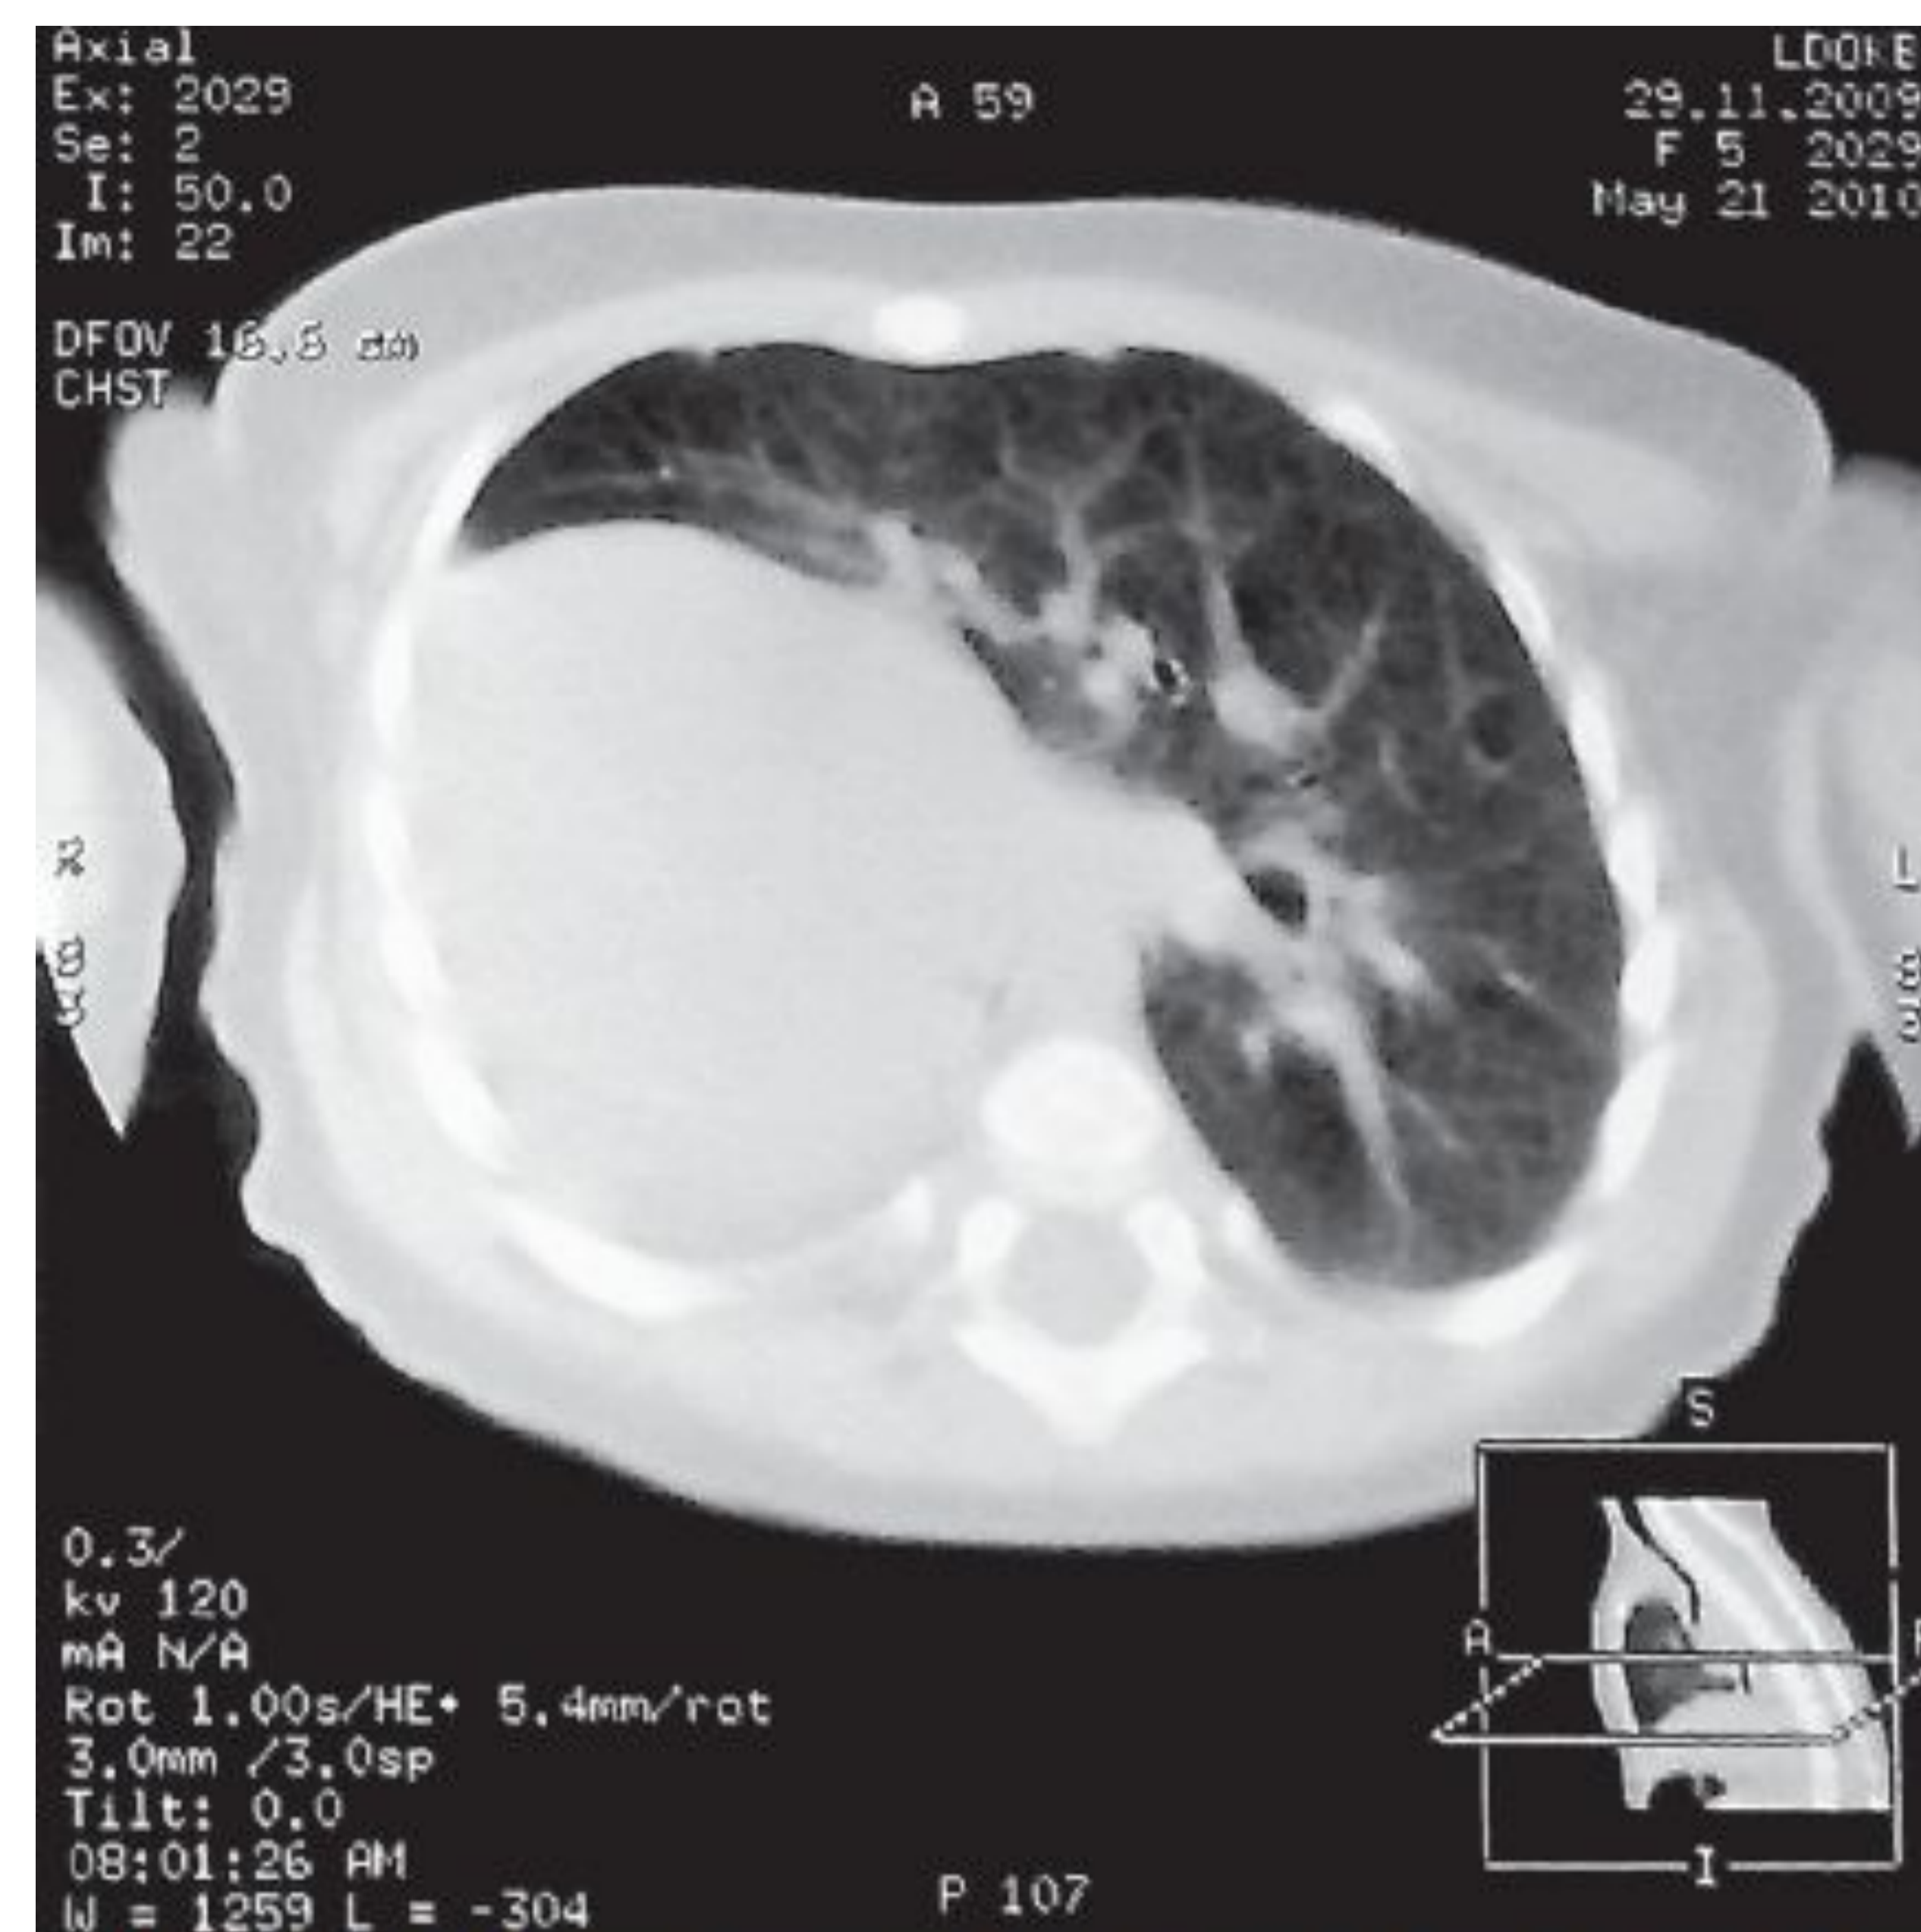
Компьютерная томограмма органов грудной клетки ребенка П., 4 месяца 23 дня
